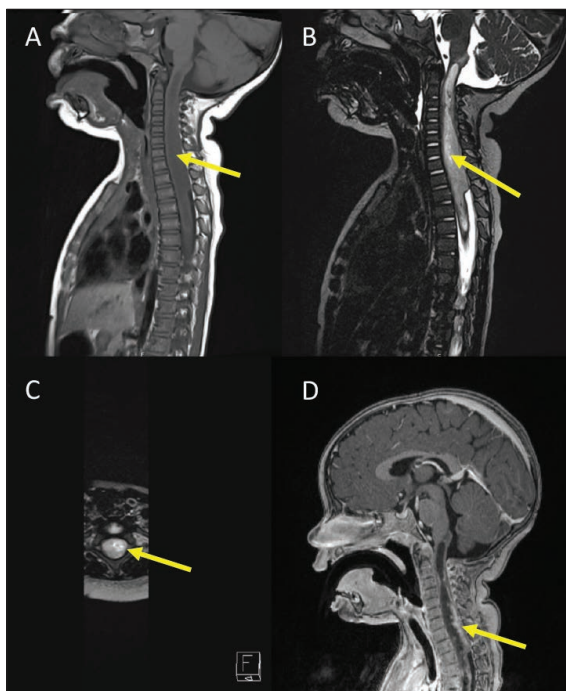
RM cervical, revelando a presença de uma volumosa lesão expansiva estendendo-se da transição bulbomedular ao nível D5-D6. A. Sagital T1, revelando a presença de uma área de moderado hipossinal (seta), que corresponde à lesão; B. Sagital T2, em que se identifica uma área de franco hipersinal, heterogéneo, que condiciona uma expansão da medula e do canal medular (seta) e que corresponde à lesão neoplásica. C. Axial T2/FLAIR, obtido a nível de C7, em que a área de hipersinal ocupa praticamente todo o diâmetro da medula, identificando-se áreas de heterogeneidade de sinal (seta) no âmbito da lesão neoplásica. D. Sagital T1 após administração de gadolínio endovenoso, em que se observa um realce marginal (seta) da lesão.
